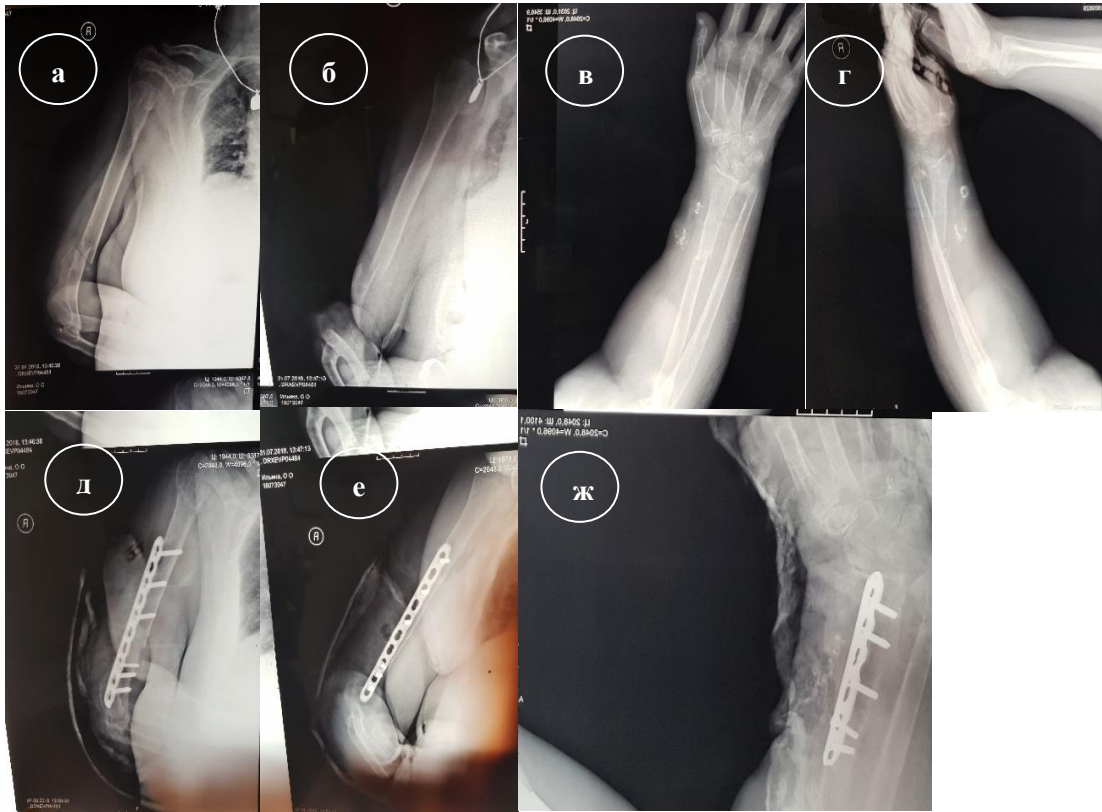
Рентгенограммы пациентки И. 52 лет с терминальной стадией ХБП и выраженной ренальной остеодистрофией (остеомалация на фоне вторичного гиперпаратиреоза): а, б – первичные рентгенограммы после патологического перелома нижней трети правой плечевой кости; в, г – первичные рентгенограммы после патологического переломовывиха костей правого предплечья; д, е, ж – рентген-контроль после накостного остеосинтеза переломов костей правой верхней конечности
